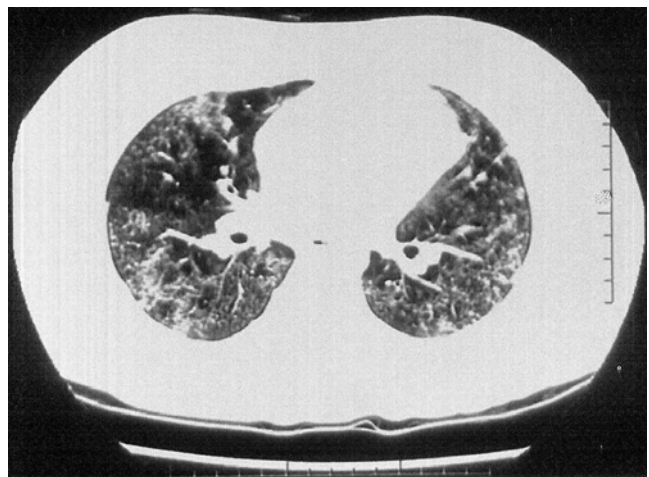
Chest high resolution computed tomography reveals multiple small patchy consolidations in both lung suggesting of multifocal pneumonia with underlying ground glass appearance on admission.
